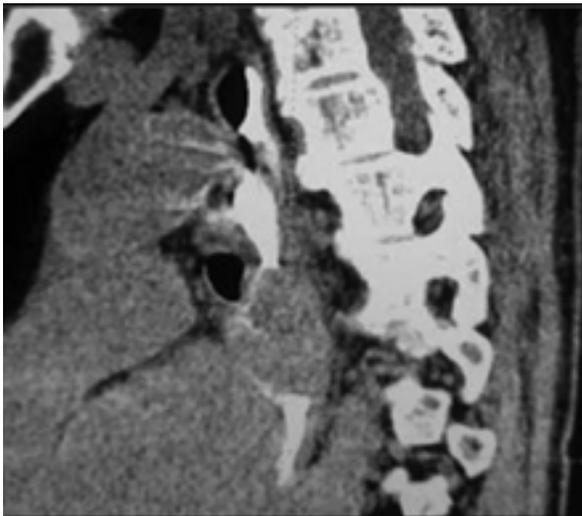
Больная О., СКТ, сагиттальные срезы. За-тек Контраста в средостение из пищевода
